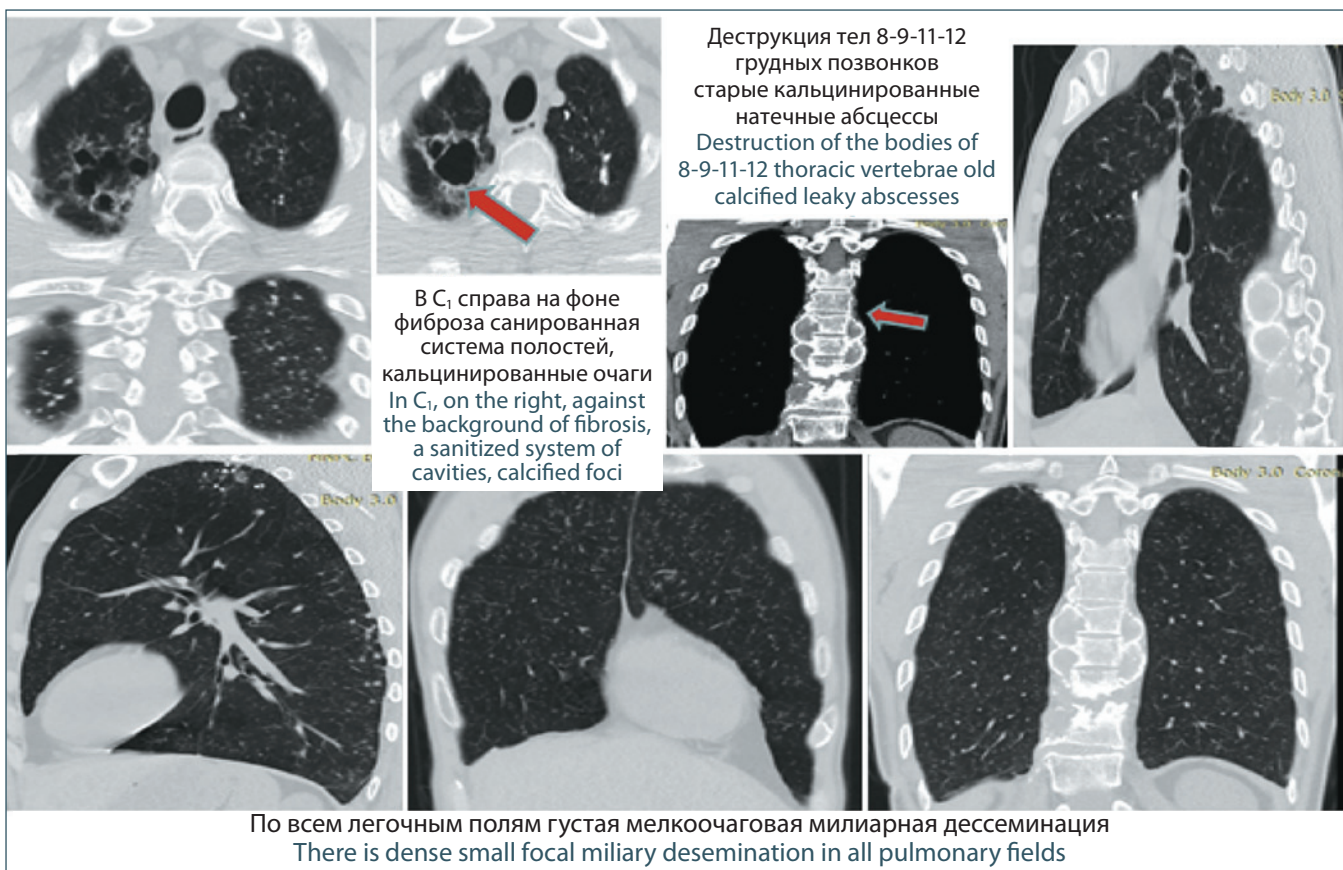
КТ органов грудной клетки при генерализованном туберкулезе с поражением легких и позвоночника: рецидивирующая гематогенная диссеминация с полиморфными скиалогическими проявлениями в виде сочетания диффузных кальцированных очагов, системы санированных полостей в легочной ткани, кальцированных натечных абсцессов с деструкцией нескольких грудных позвонков и мелкоочаговой милиарной диссеминации по всем легочным полям. Клиническая картина туберкулезного менингоэнцефалита
